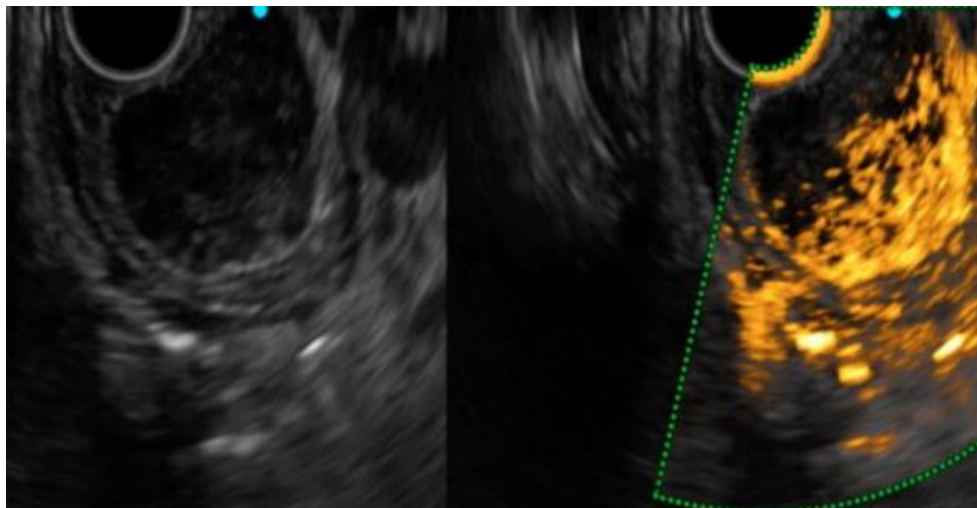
Imagen de ecografía endoscópica armónica con contraste muestra una señal de realce menor en el tumor a comparación de la señal en los tejidos normales que se diagnostica como leiomioma (72)
